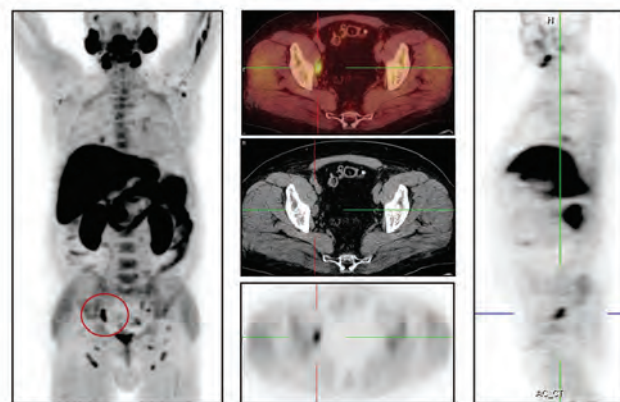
Пациент Г., 55 лет, РПЖ pT2N0M0, ПСА 0,22 нг/мл, состояние после РПЭ. Патологический очаг гиперметаболической активности в конгломерате правых запирательных ЛУ размером $19 \times 13 \times 29$ мм ($SUV_{max} = 5,3$)
